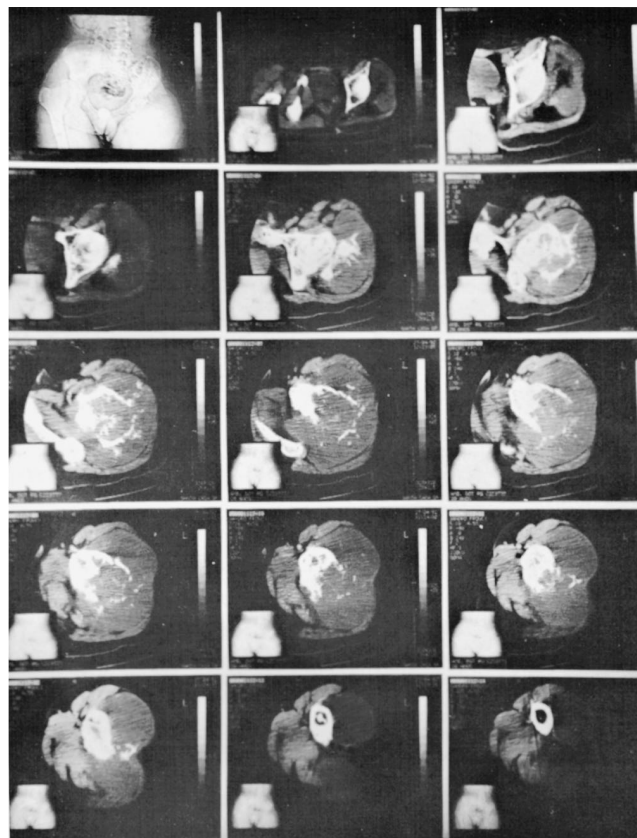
Tomografia computadorizada mostrando agressividade da lesão.
